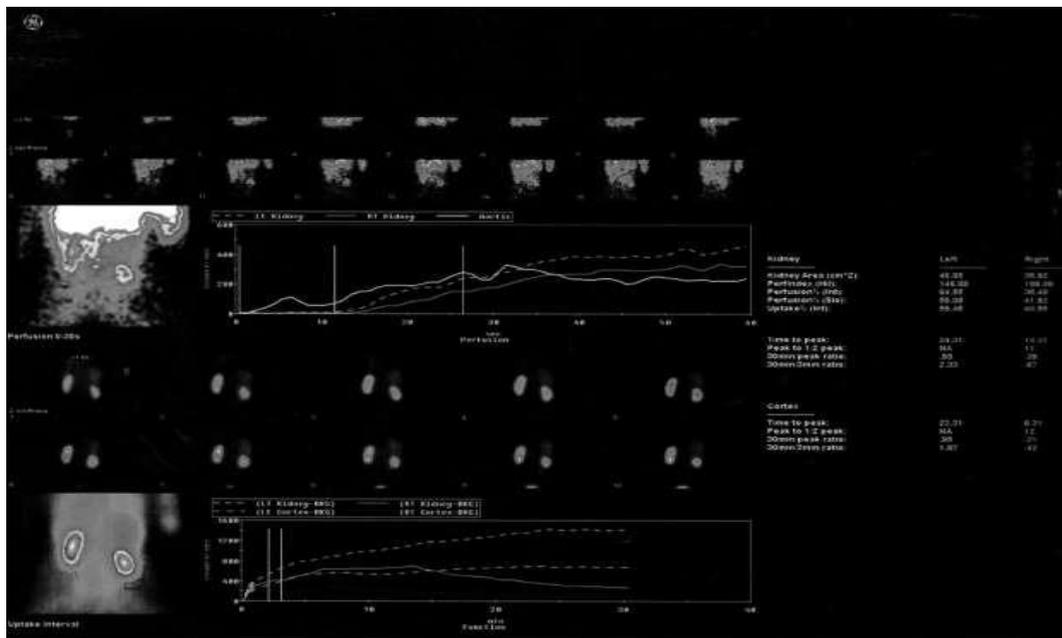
Динамическая нефросцинтиграфия. Пациентка А., 47 лет
